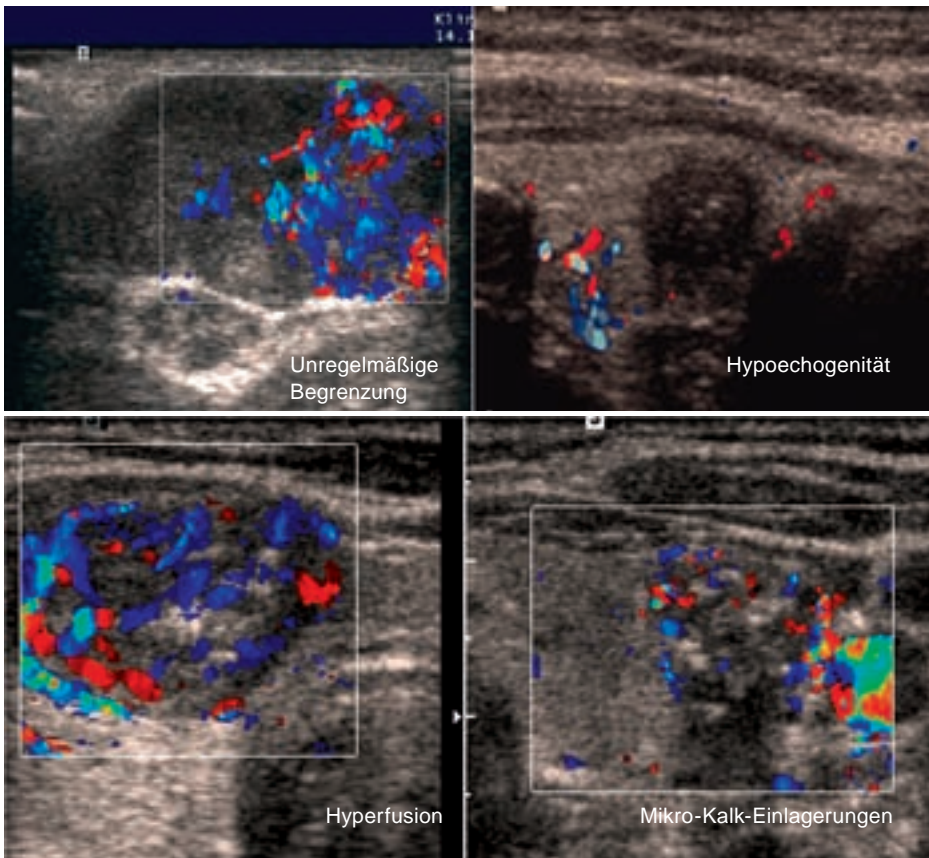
Schilddrüsenknoten mit sonografischen Malignitätskriterien.
